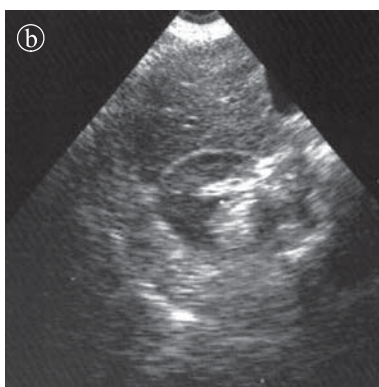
Angiolipoame multiple. Ecografie, secțiune longitudinală.
